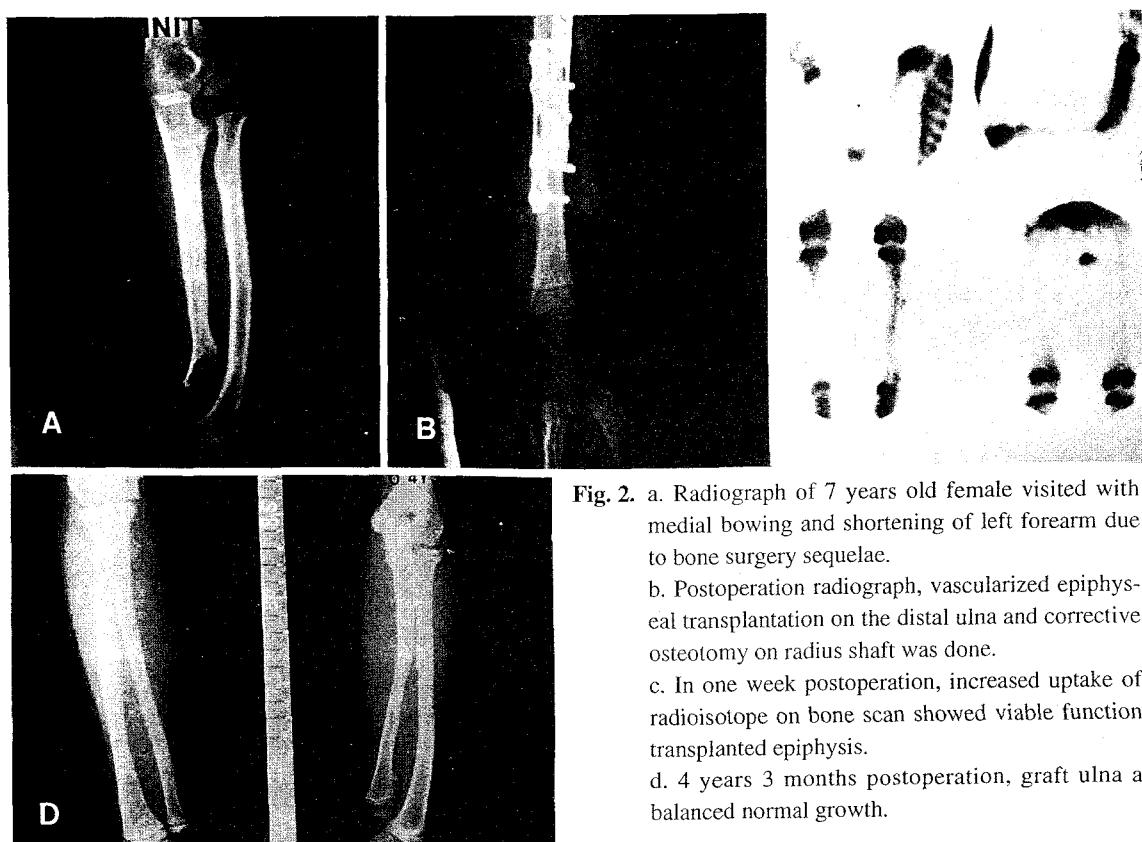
a. Radiograph of 7 years old female visited with medial bowing and shortening of left forearm due to bone surgery sequelae.
